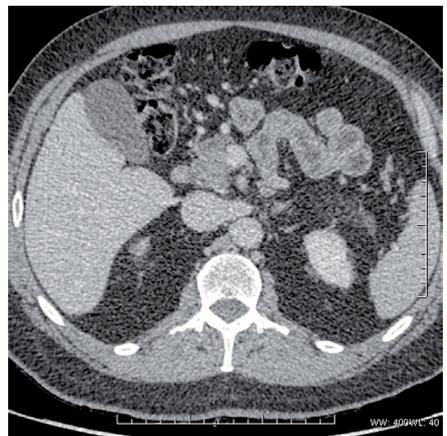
TAC abdominopélvico con contraste i.v., corte transversal, donde se observan estructuras del retroperitoneo como hígado, vesícula biliar, polos superiores de ambos riñones, aorta, cava y bazo.
